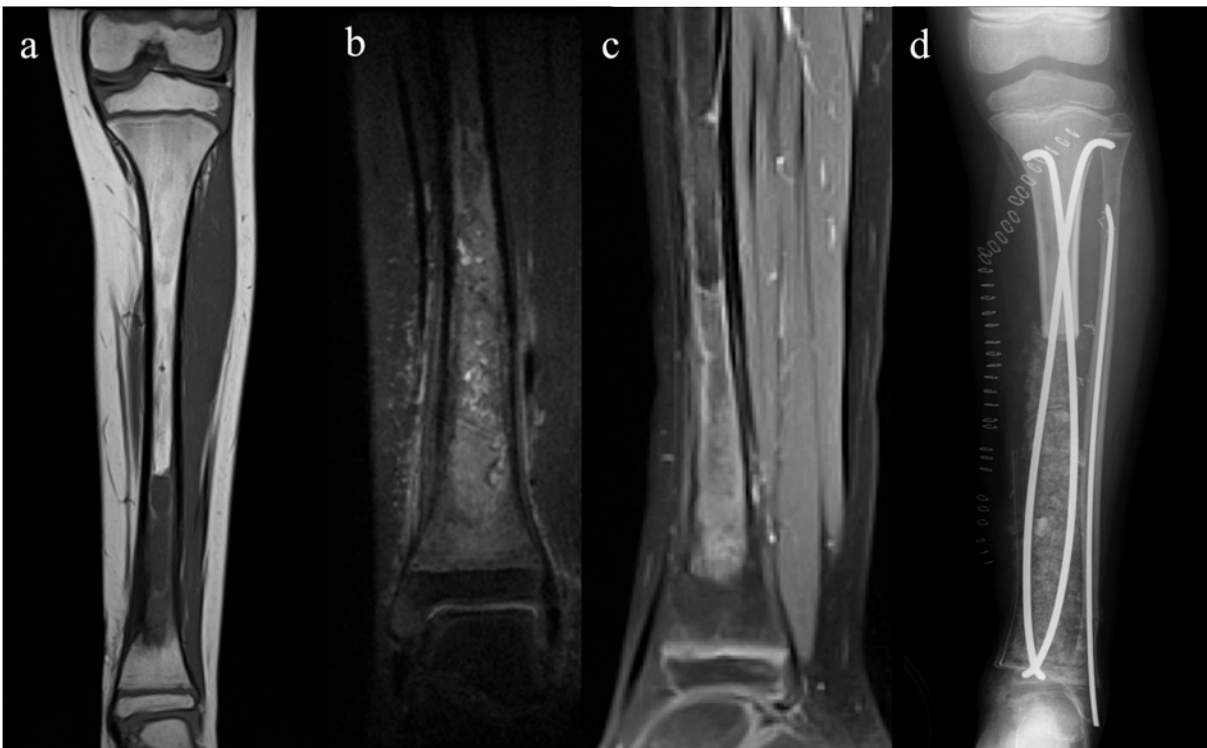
IRM post chimiothérapie chez le même patient en coupe coronale T1 (a), DP FAT SAT (b), séquence sagittale injectée (c) et radiographie postopératoire (d)
